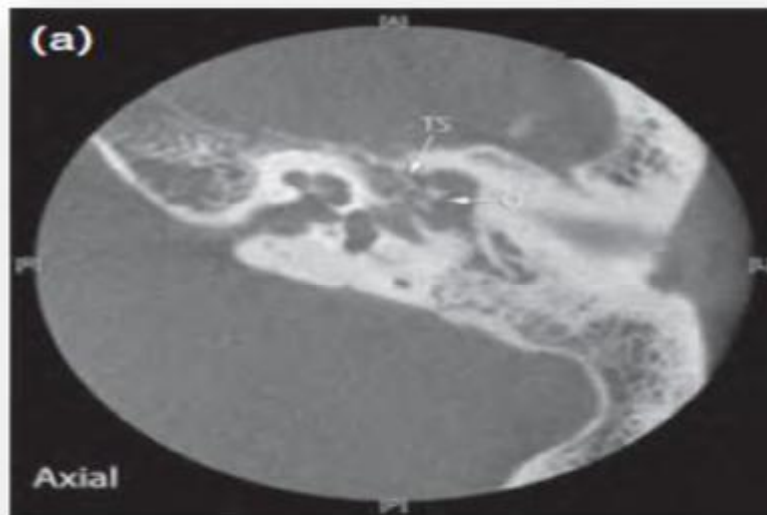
TDM des Rochers chez un patient avec cholestéatome de l'oreille gauche, montrant une mastoïde sclérotique avec un cholestéatome érosif (C), érosion du tegmen tympani (S), une déminéralisation de la chaîne ossiculaire (O), une déhiscence du tegmen tympani (T) avec une tympanosclérose en dedans de la chaîne. Le facial (FN) paraît déhiscent en regard de la fenêtre ovale en coupes coronales. La corde du tympan apparaît sur les coupes sagittales (CT) [19].
